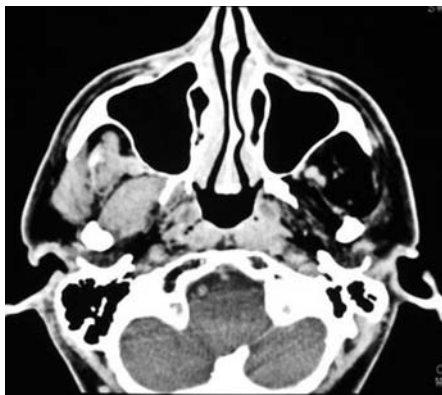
Imagen de TC que muestra asimetría del espacio masticador por extensa infiltración grasa de los músculos pterigoideos, masetero y temporal izquierdo. Es un ejemplo de pseudotumor secundario a denervación de los músculos de la masticación izquierdo.
